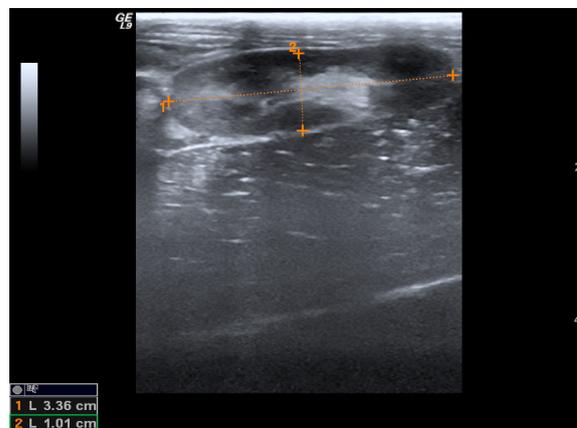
УЗИ почки животного до эксперимента
